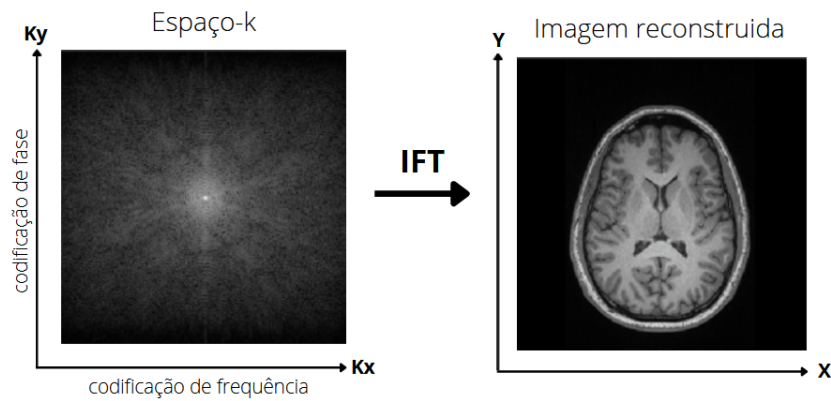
Formação de imagem uma imagem de ressonância magnética pelo método de energia mínima, em que as medidas são apenas transformadas do domínio da frequência para o domínio do tempo partir do espaço-k.
